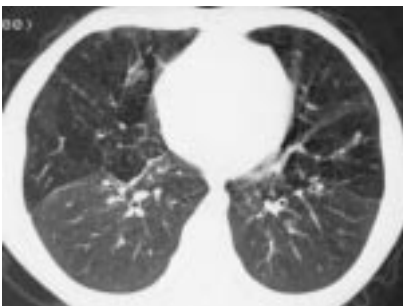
КТ. Констриктивный бронхиолит. Неравномерное вздутие легких, преобладающее в передних сегментах, с наличием бронхиолоэктазов.
